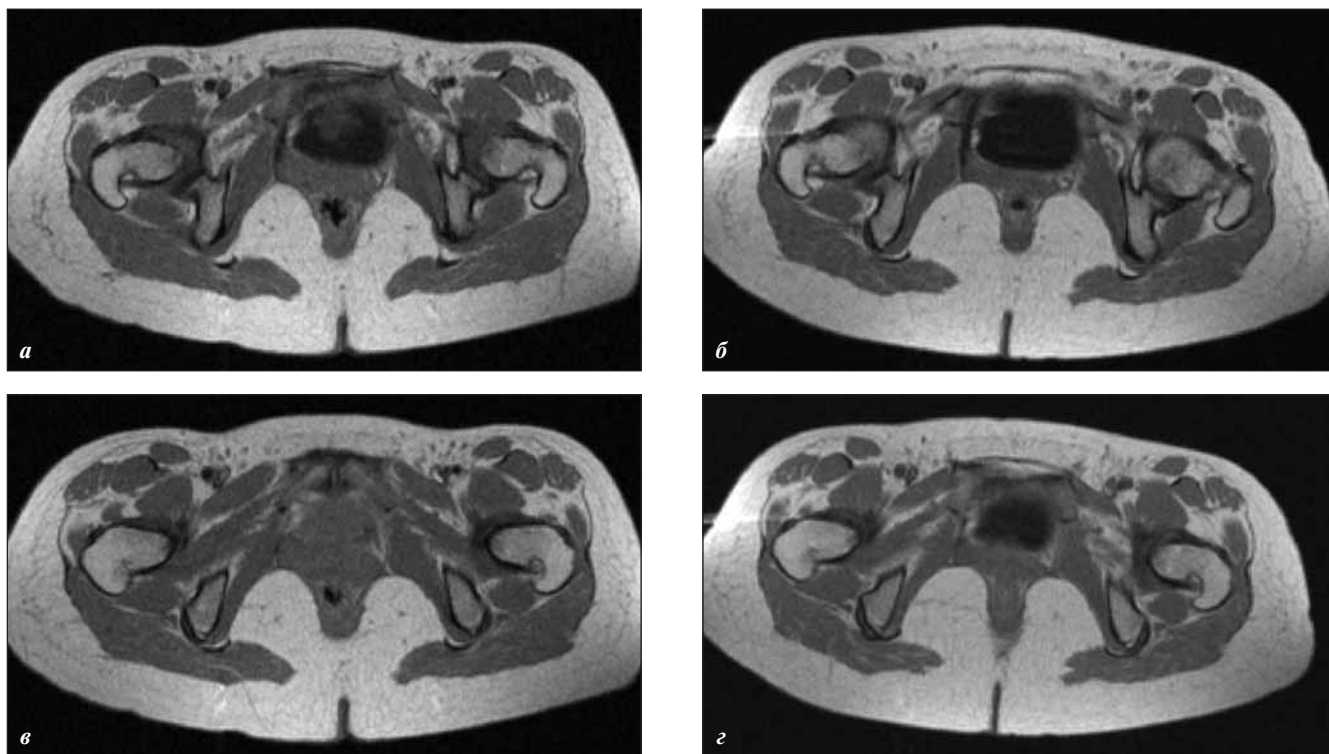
Рецидив переходно-клеточного РМП T3N0M0. Магнитно-резонансные томограммы в T1-взвешенном режиме
